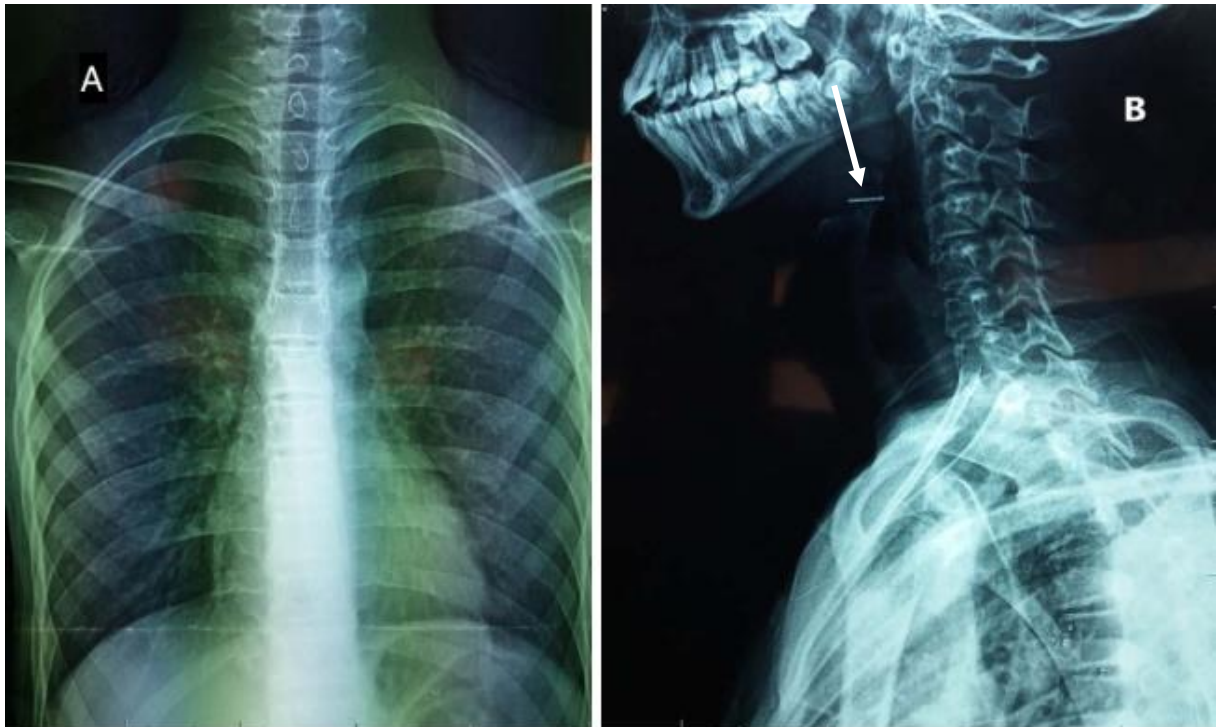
radiographie cervicale de profil montrant la forme latérale caractéristique de la pile bouton.
